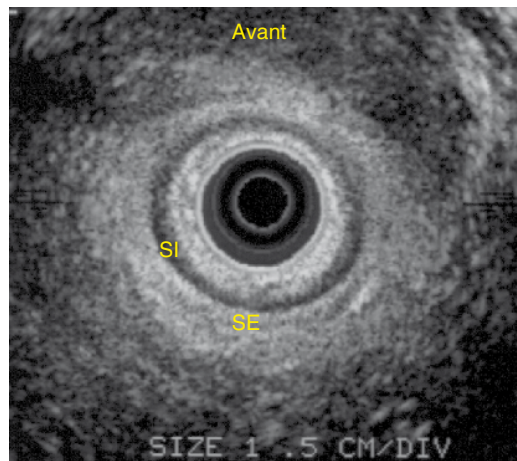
Échographie endo-anale : atrophie du sphincter anal interne et externe.
